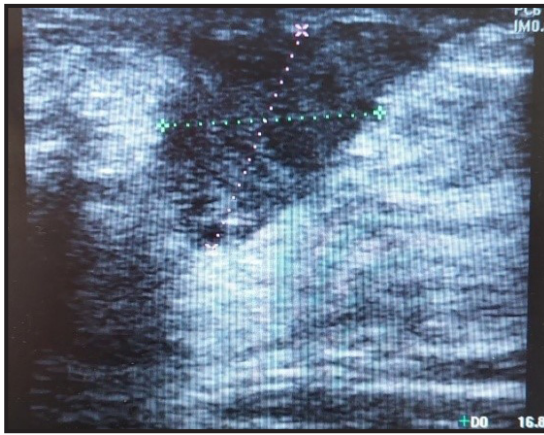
Ecografía mamaria. Nódulo irregular hipoecoico positivo al Doppler BIRADS 4.
